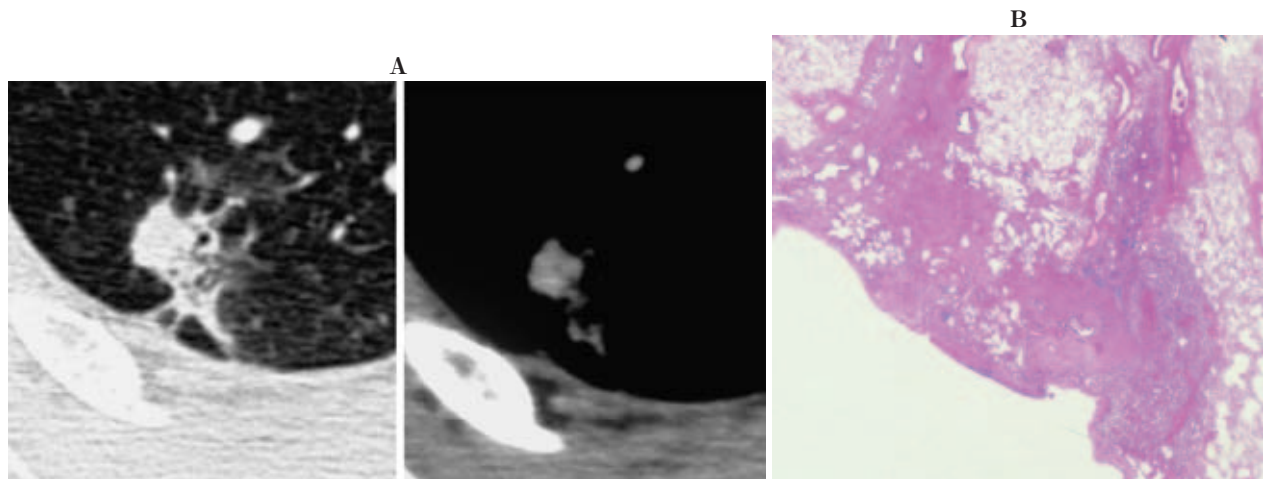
The percentage of the length on TS-CT images: TDR=10 %
